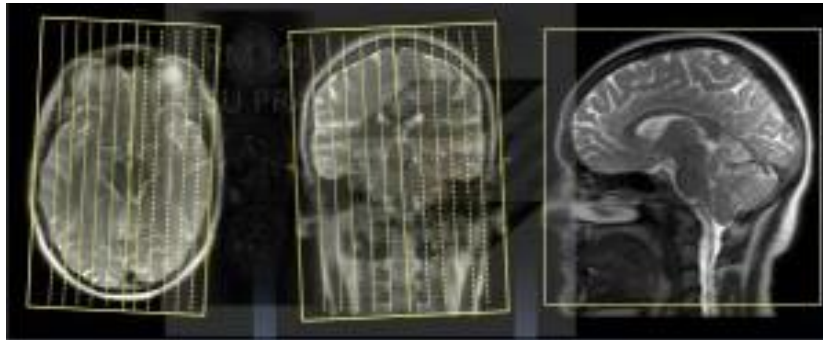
Plans cervell imatge RM. Axial (esquerra), coronal o frontal (centre) i sagital (dreta) [81].
